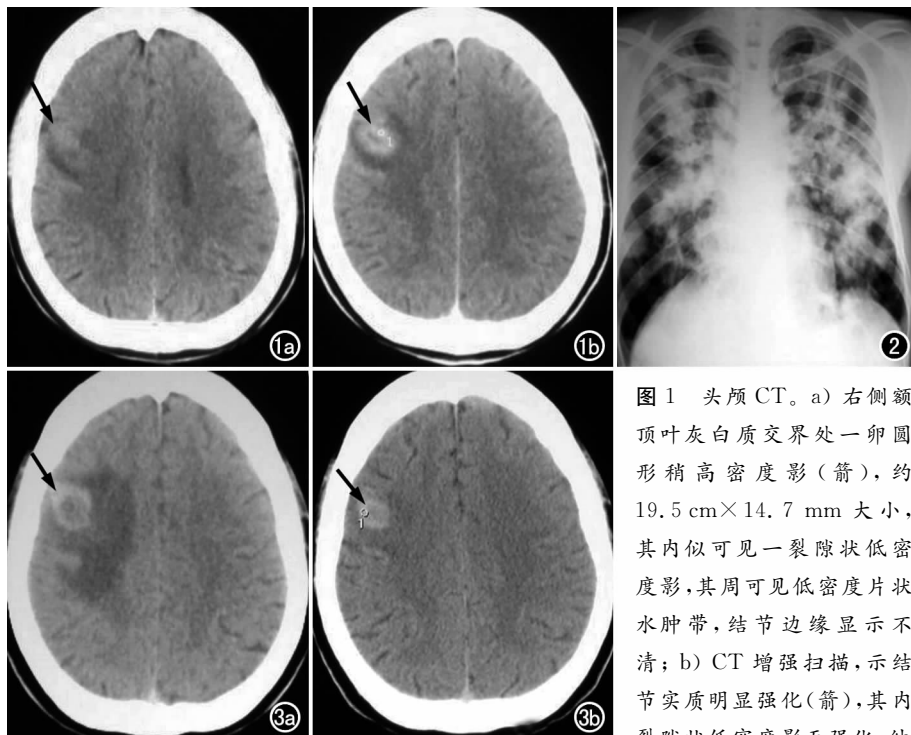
头颅 CT。a) 右侧额顶叶灰白质交界处一卵圆形稍高密度影(箭),约 19.5 cm×14.7 mm 大小,其内似可见一裂隙状低密度影,其周可见低密度片状水肿带,结节边缘显示不清; b) CT 增强扫描,示结节实质明显强化(箭),其内裂隙状低密度影无强化,结
